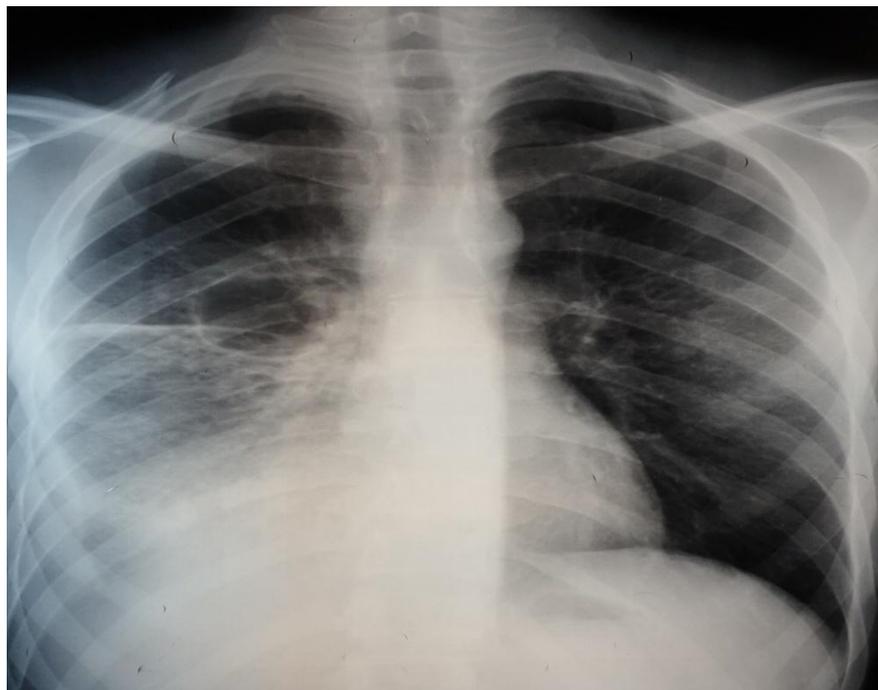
Radiographie du thorax (face) qui montre une image cavitaire du lobe inférieur droit et infiltrats diffus
